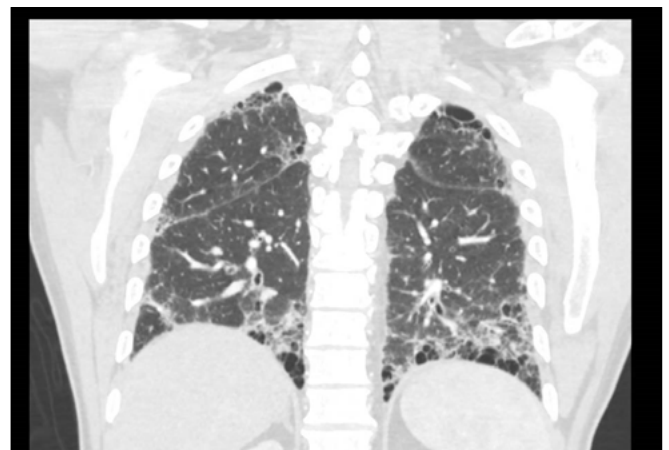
TC de tórax con contraste, con lesiones características de NIU.
